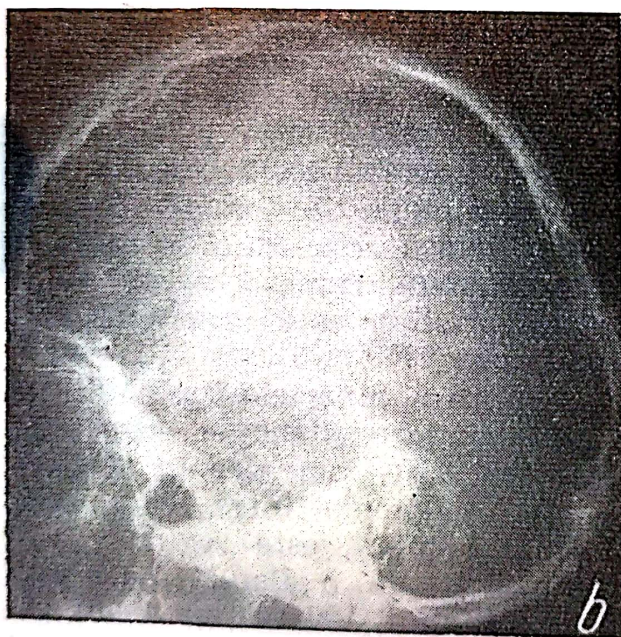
Radiografia craniului din profil (a și b) și din față (c) în cazul craniostenozei cu marcate impresiuni digitale cu aspect de „placă de argint bătut”.
